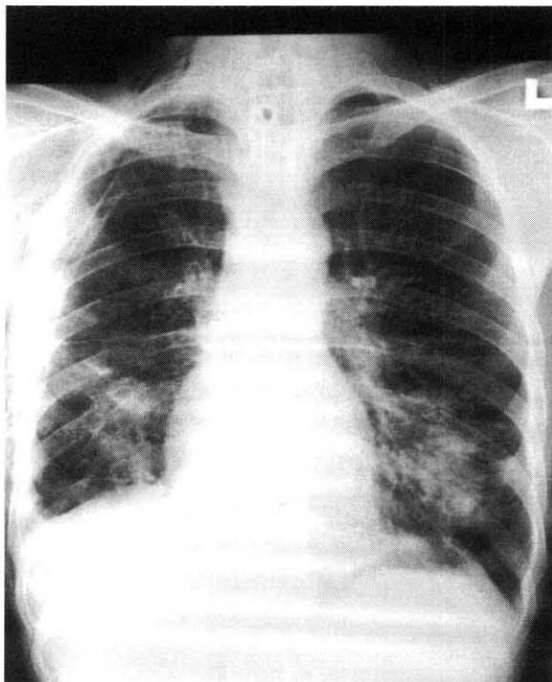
Chest radiograph shows multiple nodular opacities and cavitary lesions on both lower lung fields, especially left lobe.
